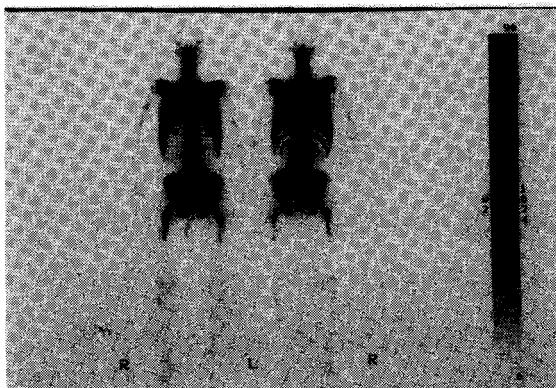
Bone scintigram on first medical examination at another hospital.
